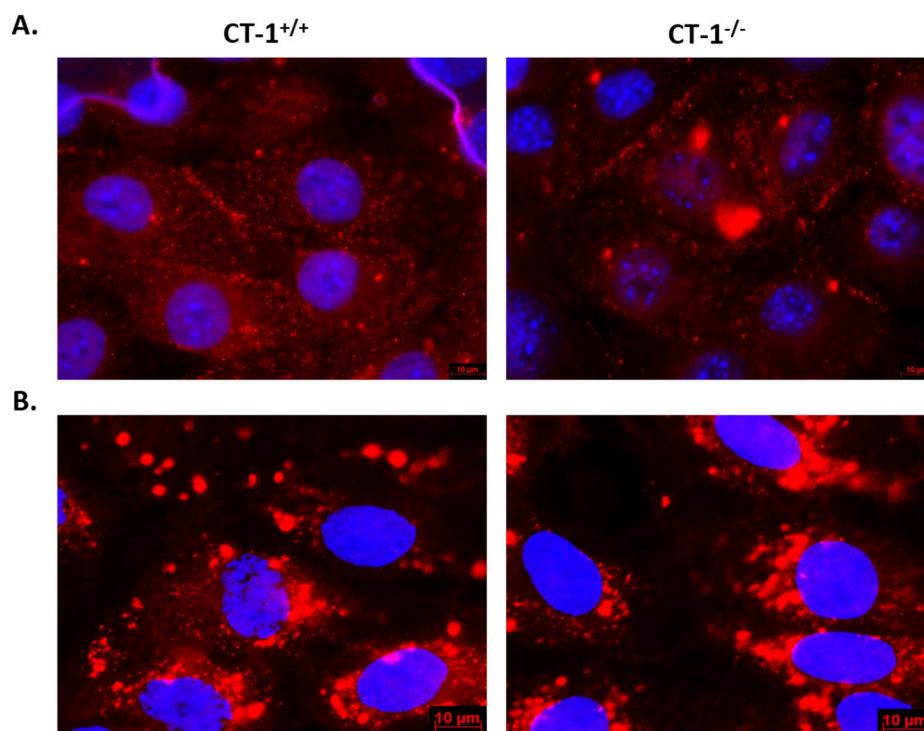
Expresión de pancitoqueratina y e-cadherina en células epiteliales tubulares CT-1^{+/+} y CT-1^{-/-}. Microfotografías: inmunofluorescencia de pancitoqueratina (A) (magnificación original: 1000X) y e-cadherina (B) (magnificación original: 630X); barra= 10 μm . CT-1: cardiotrofina-1.
